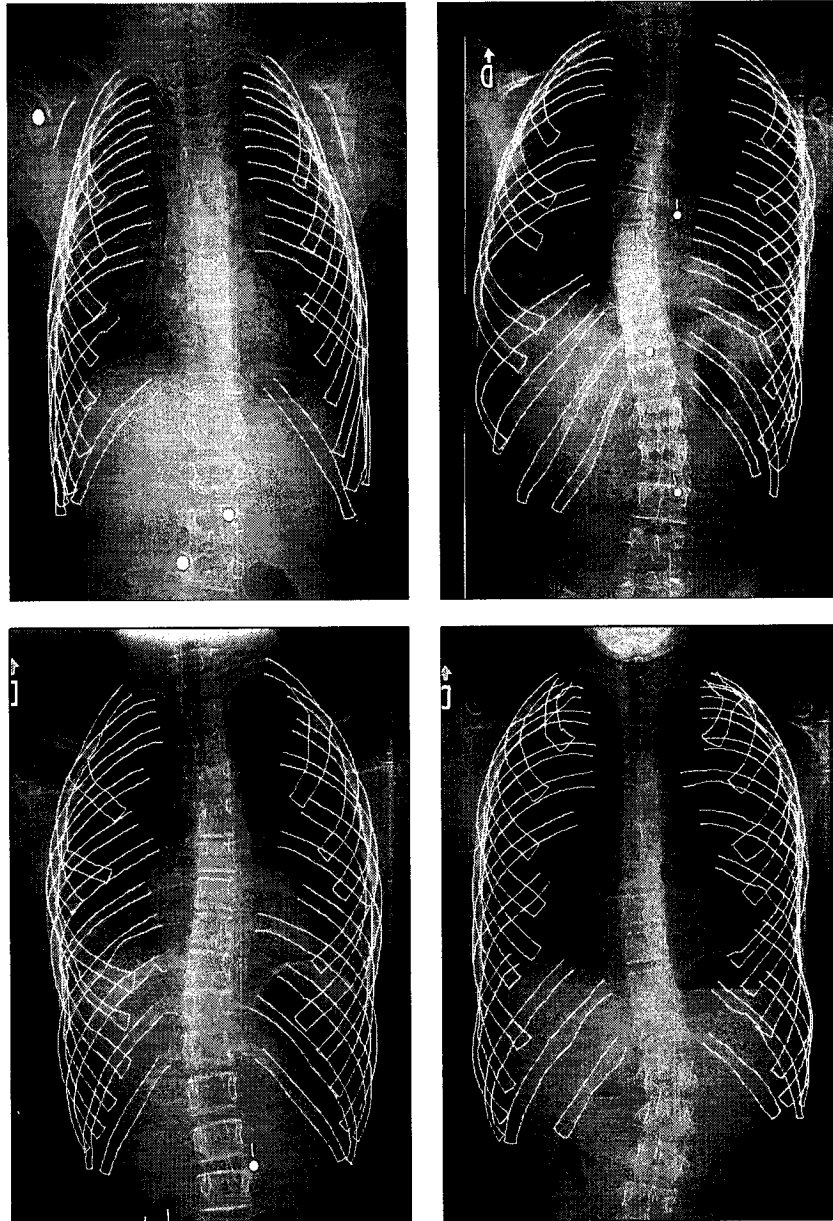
Quatre moyens résultats visuels. Le nombre moyen de côtes détectées par radiographie dans cet ensemble de résultats visuels est de 21,25.
